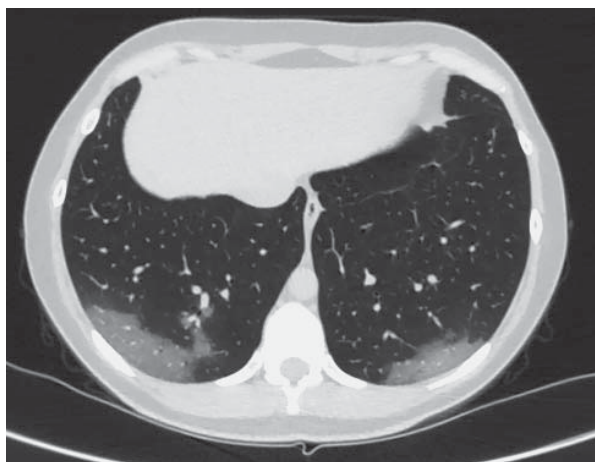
High resolution lung CT. Female, 26 years old. Bilateral areas of GGO in the peripheral parts of the lungs.
